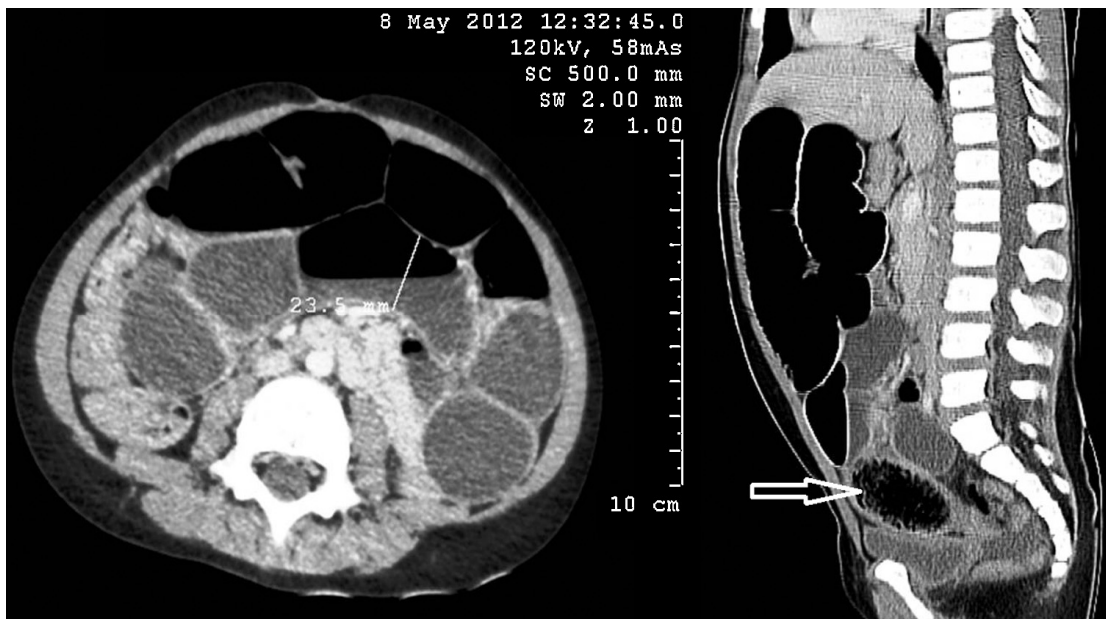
TDM abdominale : distension du grêle avec masse péri-ombilicale.(109)
